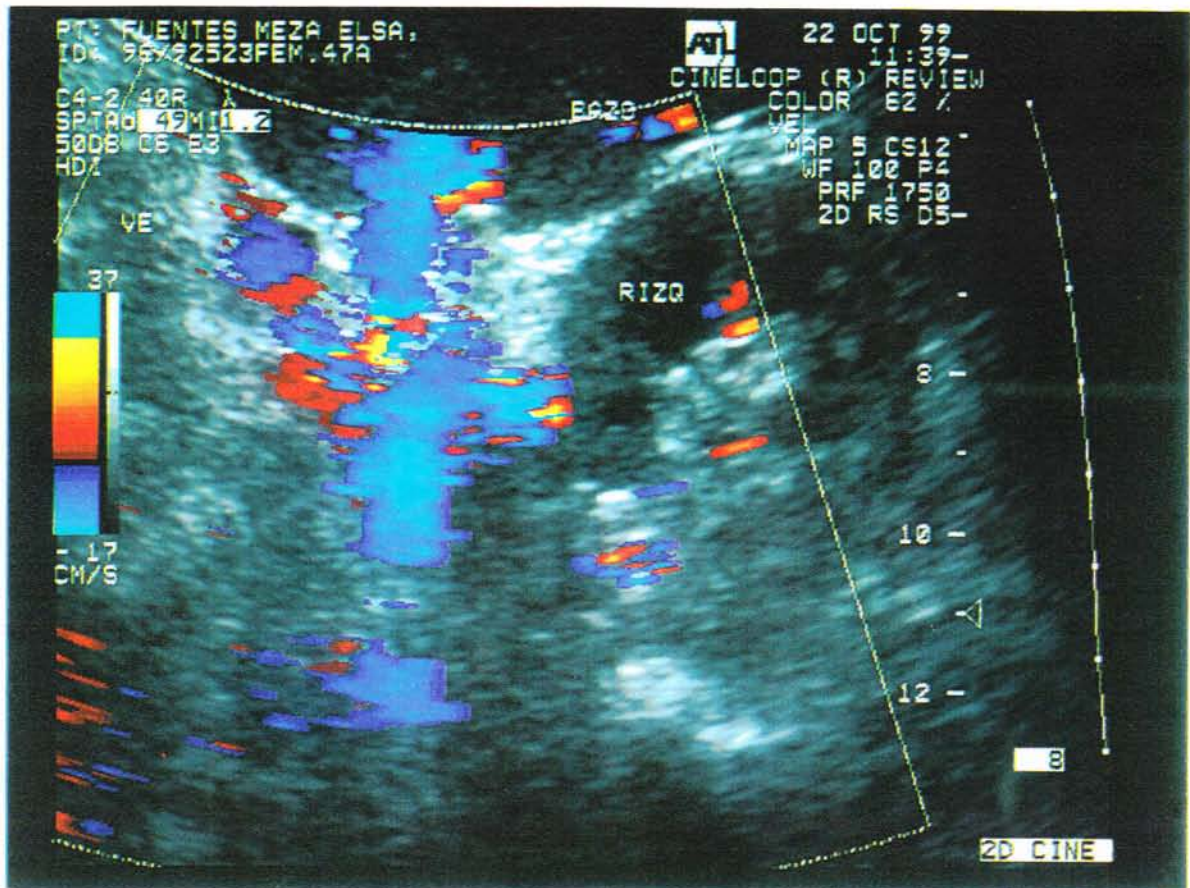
FIG J- DOPPLER COLOR. CORTE TRANSVERSAL DE VENA ESPLENICA CON AUMENTO EN SUS DIMENSIONES SE APRECIAN COLATERALES PERIESPLENICAS CON DATOS DE DERIVACION ESPLENORENAL.
